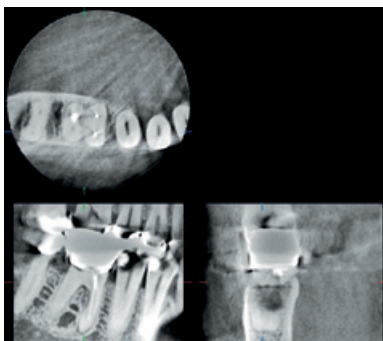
Volumetomografische Darstellung eines unbehandelten 4. Wurzelkanales an 46 vor endodontischer Revision.
